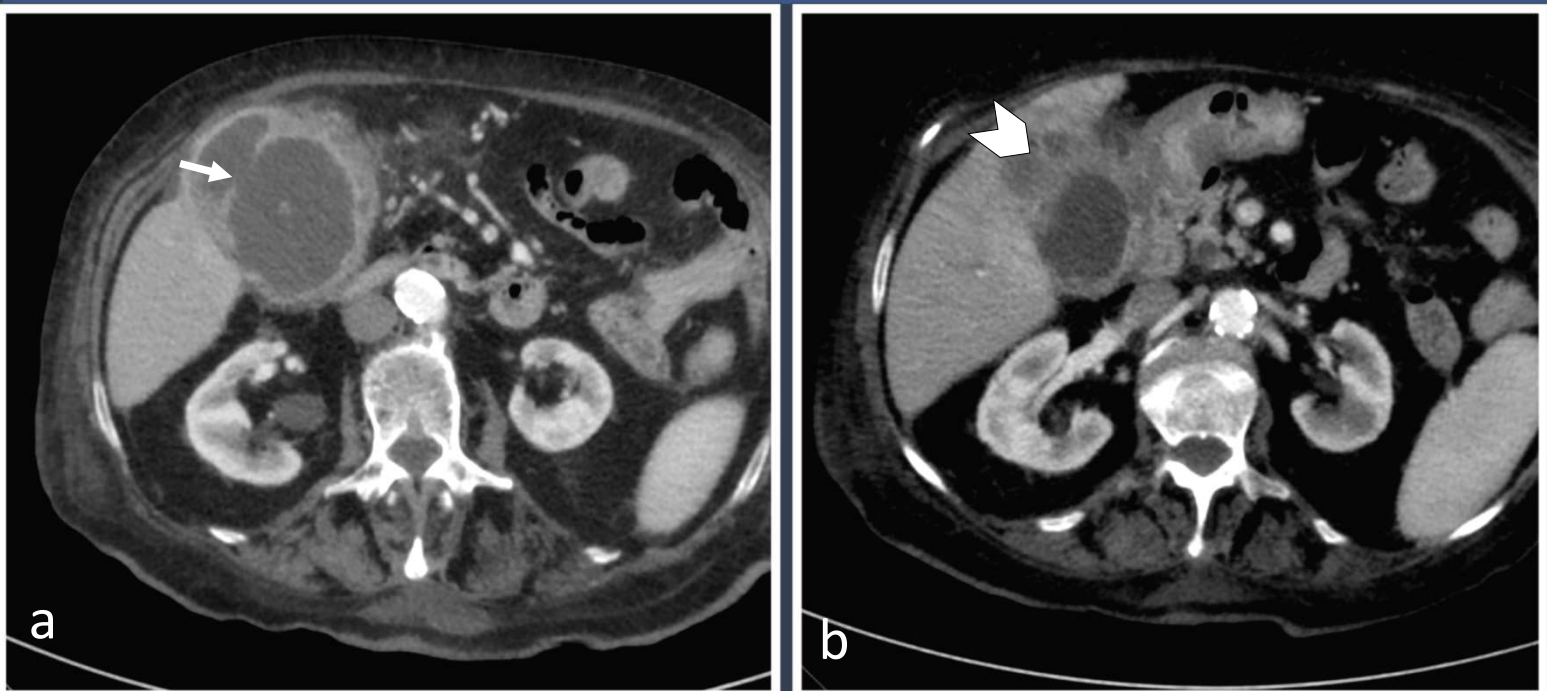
TC abdominal. (a) Perforación mural con colección subserosa contenida. (b) Lesión focal de densidad y realce heterogéneos situada adyacente al margen vesicular desestructurado, compatible con absceso intramural (punta de flecha).
